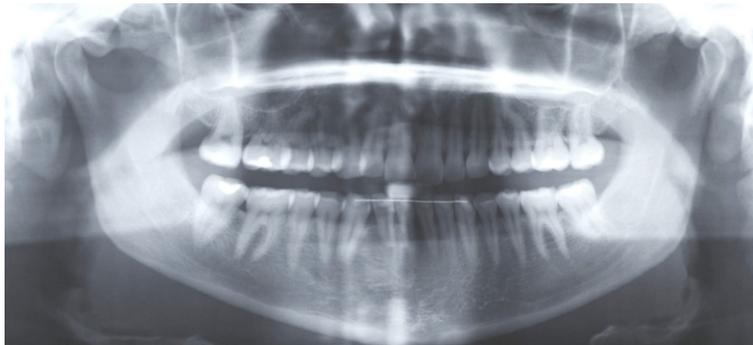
Panorama-Röntgenbild eines erwachsenen Patienten.
